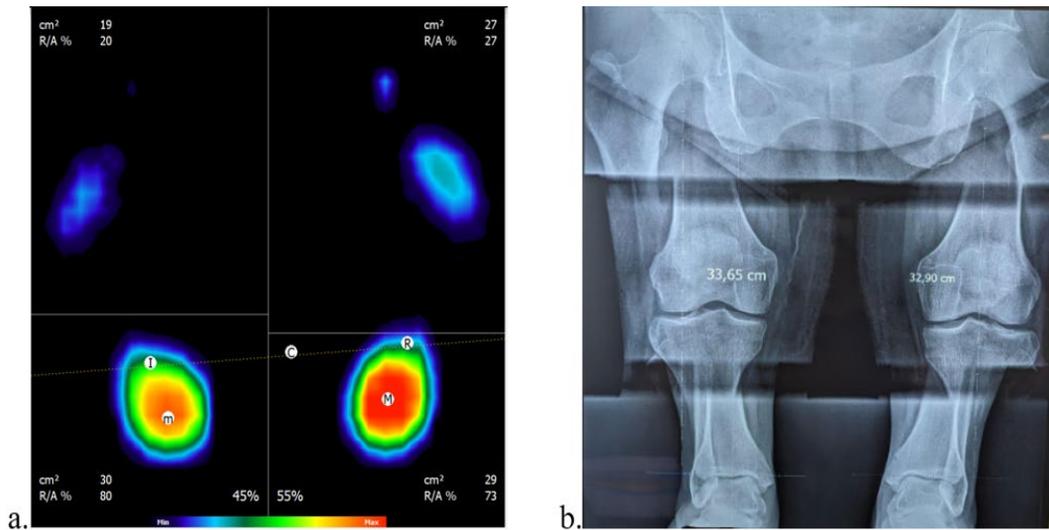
se muestra un caso en donde se puede observar la comparación entre la prueba de presión plantar de manera estática obtenida por el baropodómetro (a.) y la radiografía de miembros pélvicos inferiores (escanometría) (b.) confirmando un acortamiento de 75mm en la extremidad izquierda, prueba de baropodometría tomada en el laboratorio de biomecánica del CIATEC
